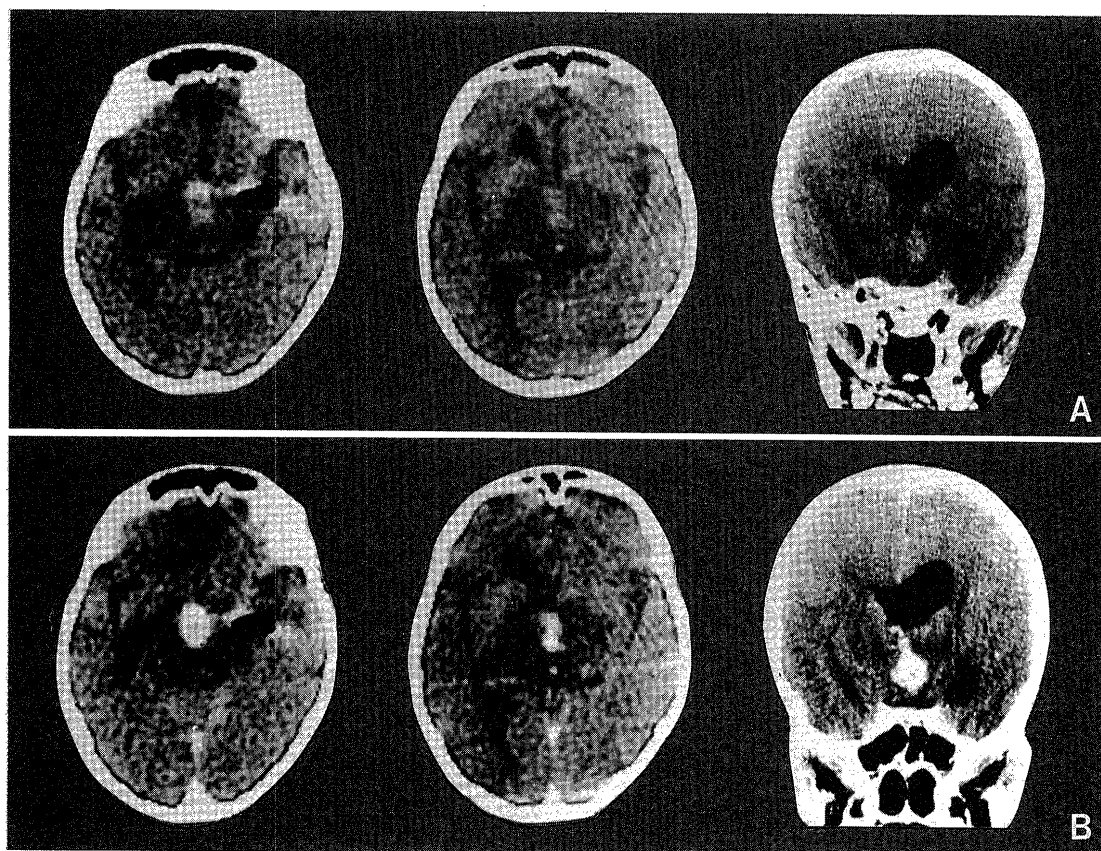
A: Precontrast CT scan showing the slight high-density area with peritumoral low-density area. B: Postcontrast CT scan showing diffuse enhancement with central low-density area.
